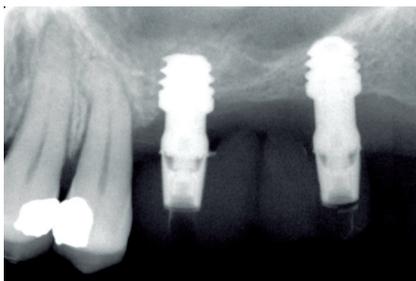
Radiografía con la prótesis provisional, tras la carga inicial de los implantes para lograr una prótesis transicional que nos permita ganar oclusión estable.
